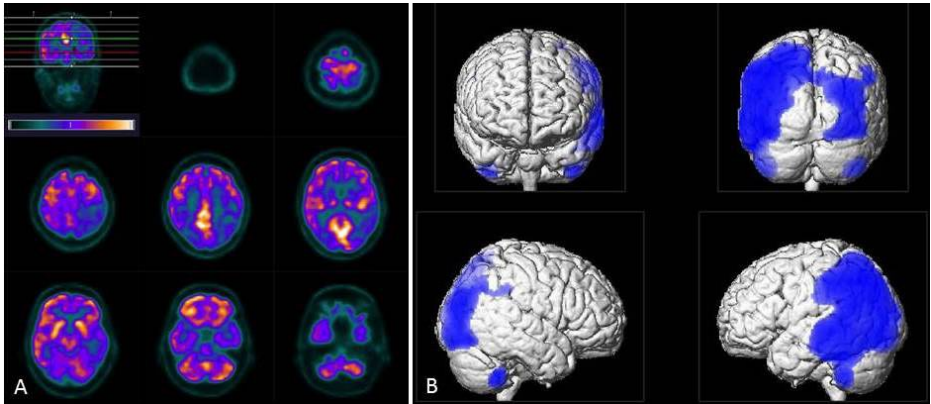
Tomograms of  $^{18}\text{F}$ -FDG uptake (A) as well as the result of SPM analysis (B, using an uncorrected  $p$ -value  $<0.001$  for statistical inferences) revealed distinct bilateral hypo-metabolism pronounced on the left side in parietotemporal and occipital areas. Note, unlike in tomograms the left side appears left in the SPM brains.
